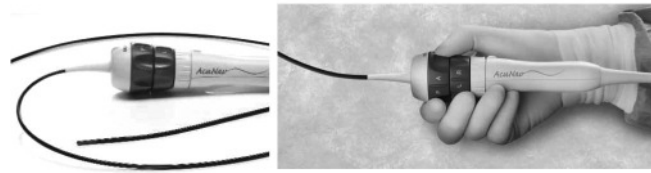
Sonda de ecocardiograma intracardiaco AcuNav.
